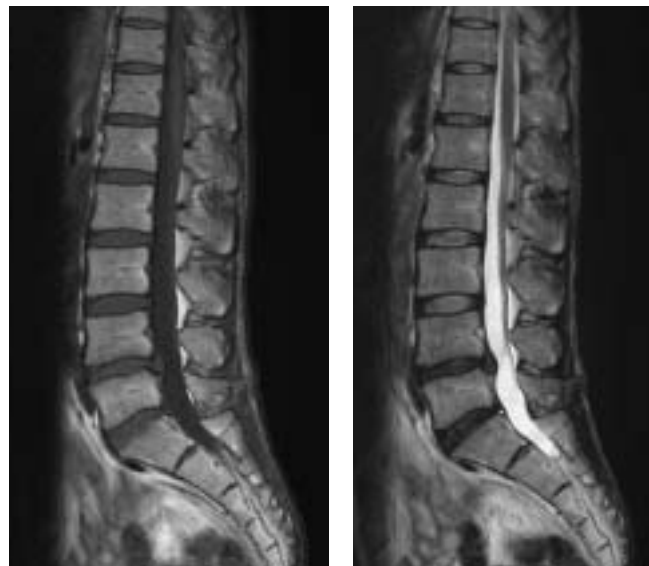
22 歳・男性。若年者の骨髓。腰椎 MRI (T1WI, T2WI 矢状断像)
